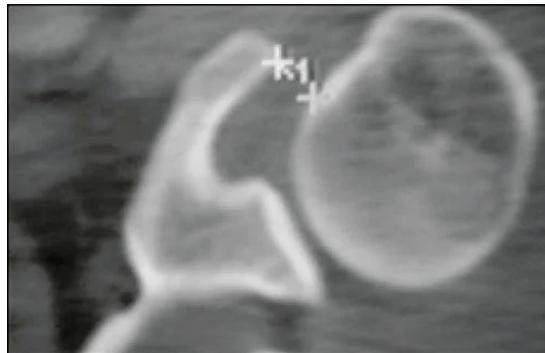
TAC para medir la distancia córacohumeral. En todos los pacientes fue menor de 8 mm en rotación neutra con el brazo al costado del cuerpo. Zapata PF. Síndrome de fricción coracoideo. Técnica de tratamiento combinada artroscópica-mini abierto asistida
